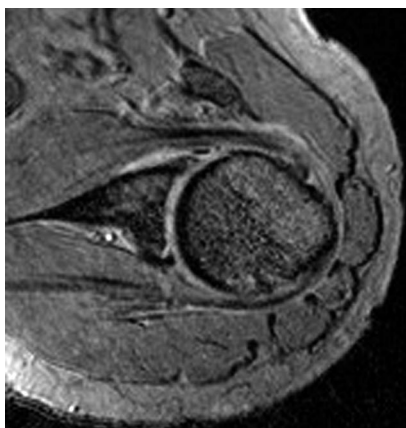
Sagitální T1W sekvence MRI levého ramenního kloubu – normální nález na šlachách rotátorové manžety
